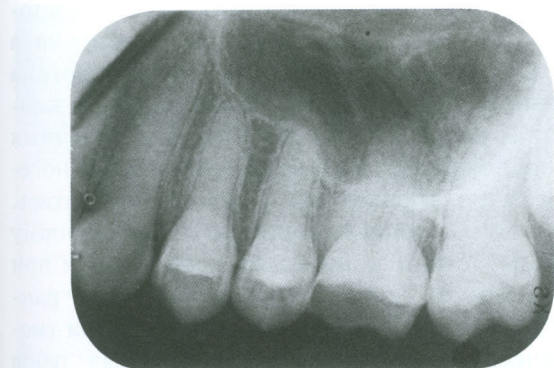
Незавершённый дентиногенез: рентгенологическая картина.
